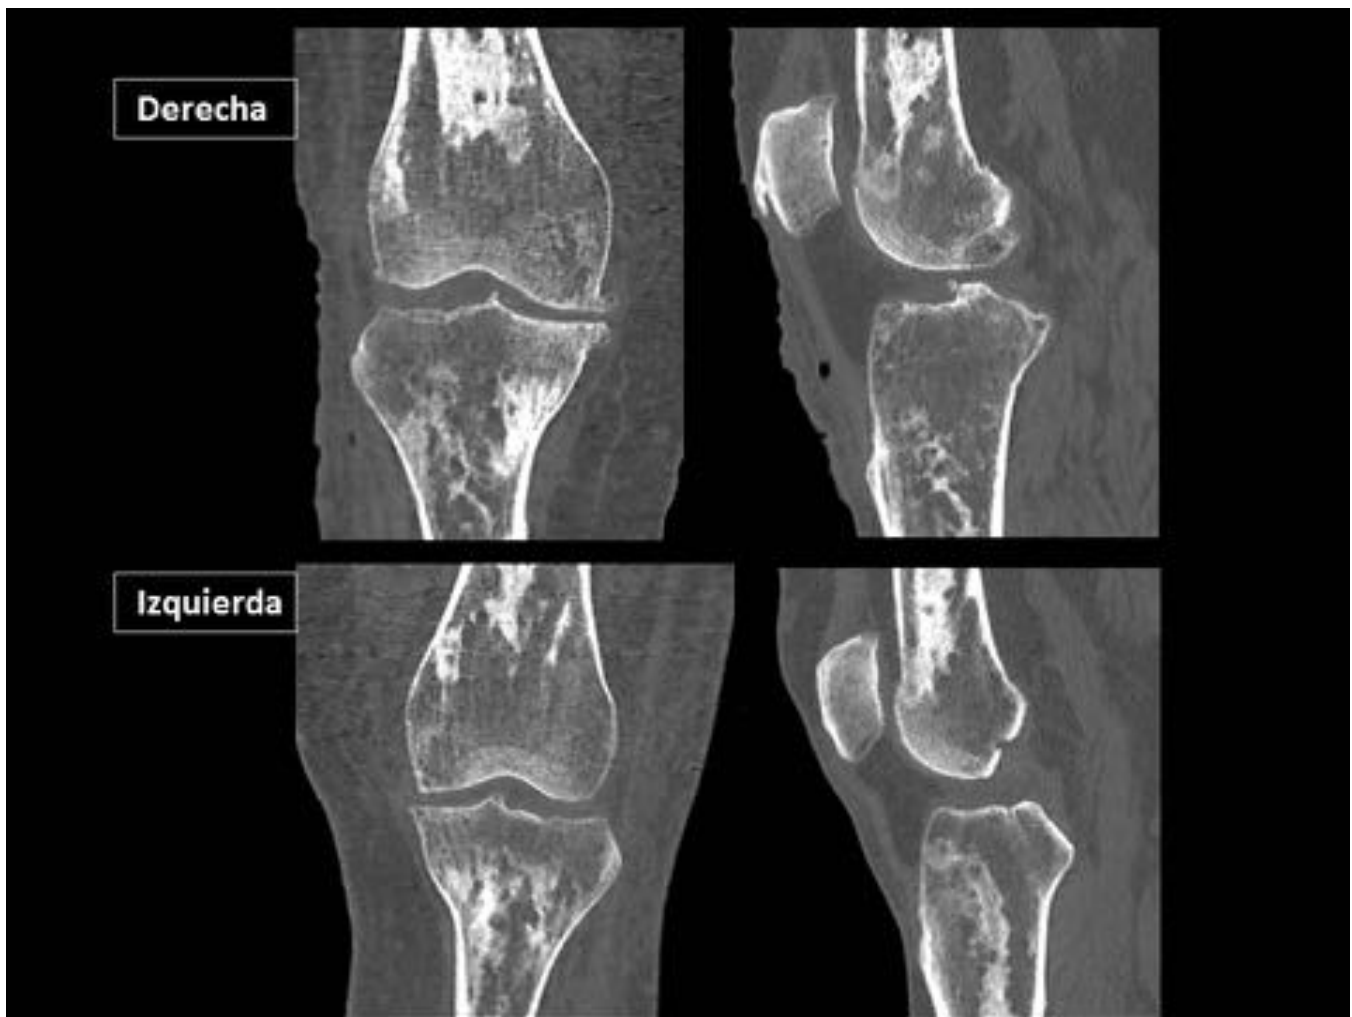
TC de ambas rodillas. Reconstrucciones sagitales y coronales. En fémur distal y tibia proximal se observan áreas de esclerosis del hueso medular a nivel central, respetando las epíffisis.
